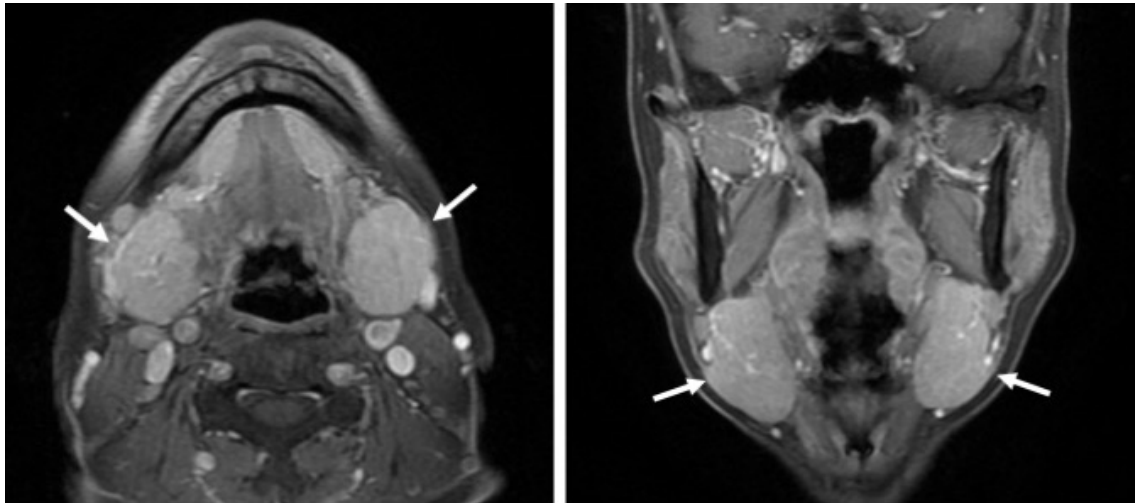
造影 MRI (T1 強調画像) で均一に造影される両側顎下腺腫大を認める (矢印).
